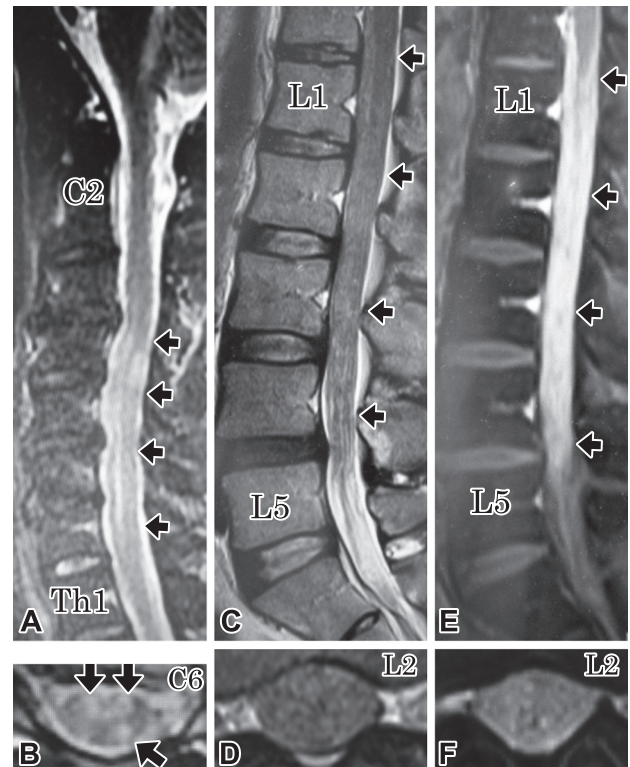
Spine MRI on admission.
